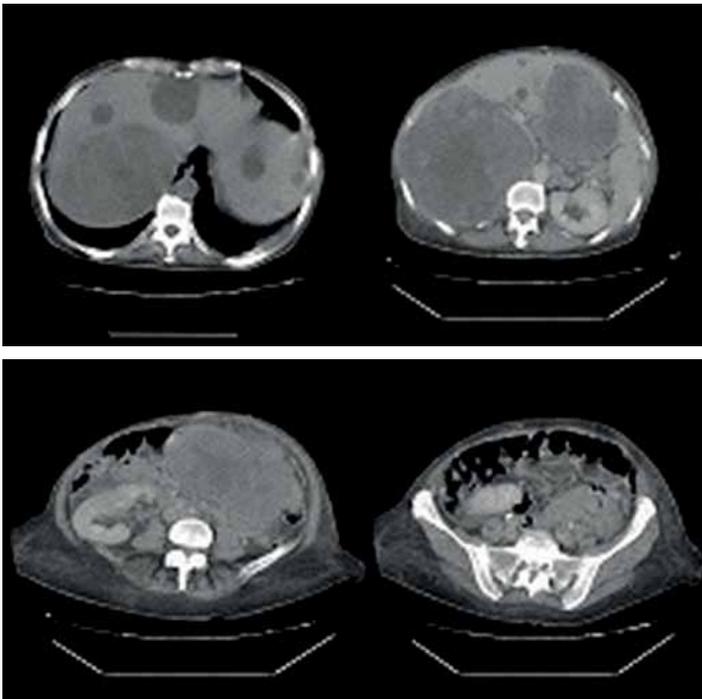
Tomografia Computadorizada Abdome. Lesão heterogênea entre fígado e rim direito. Lesão em hipocôndrio direito. Múltiplos cistos hepáticos.
